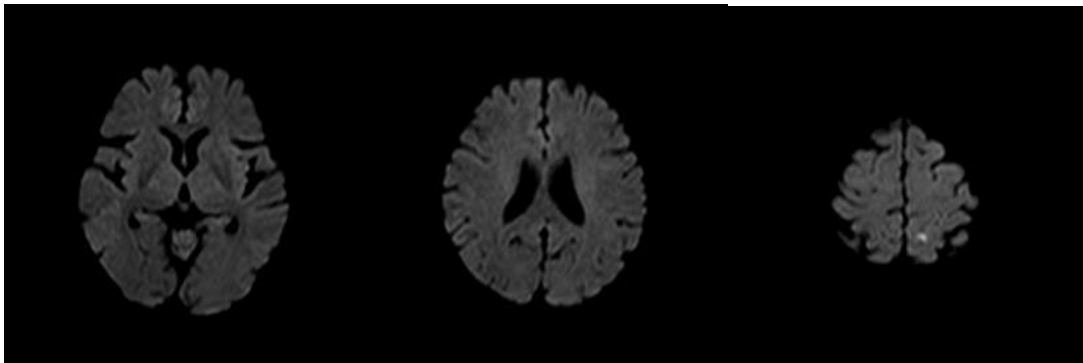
左 CEA 術後第一日新出 DWI 病変の例。右端のスライス上の極小の一つの高信号病変のみ。当研究ではこのような新出病変も陽性と判断した。
